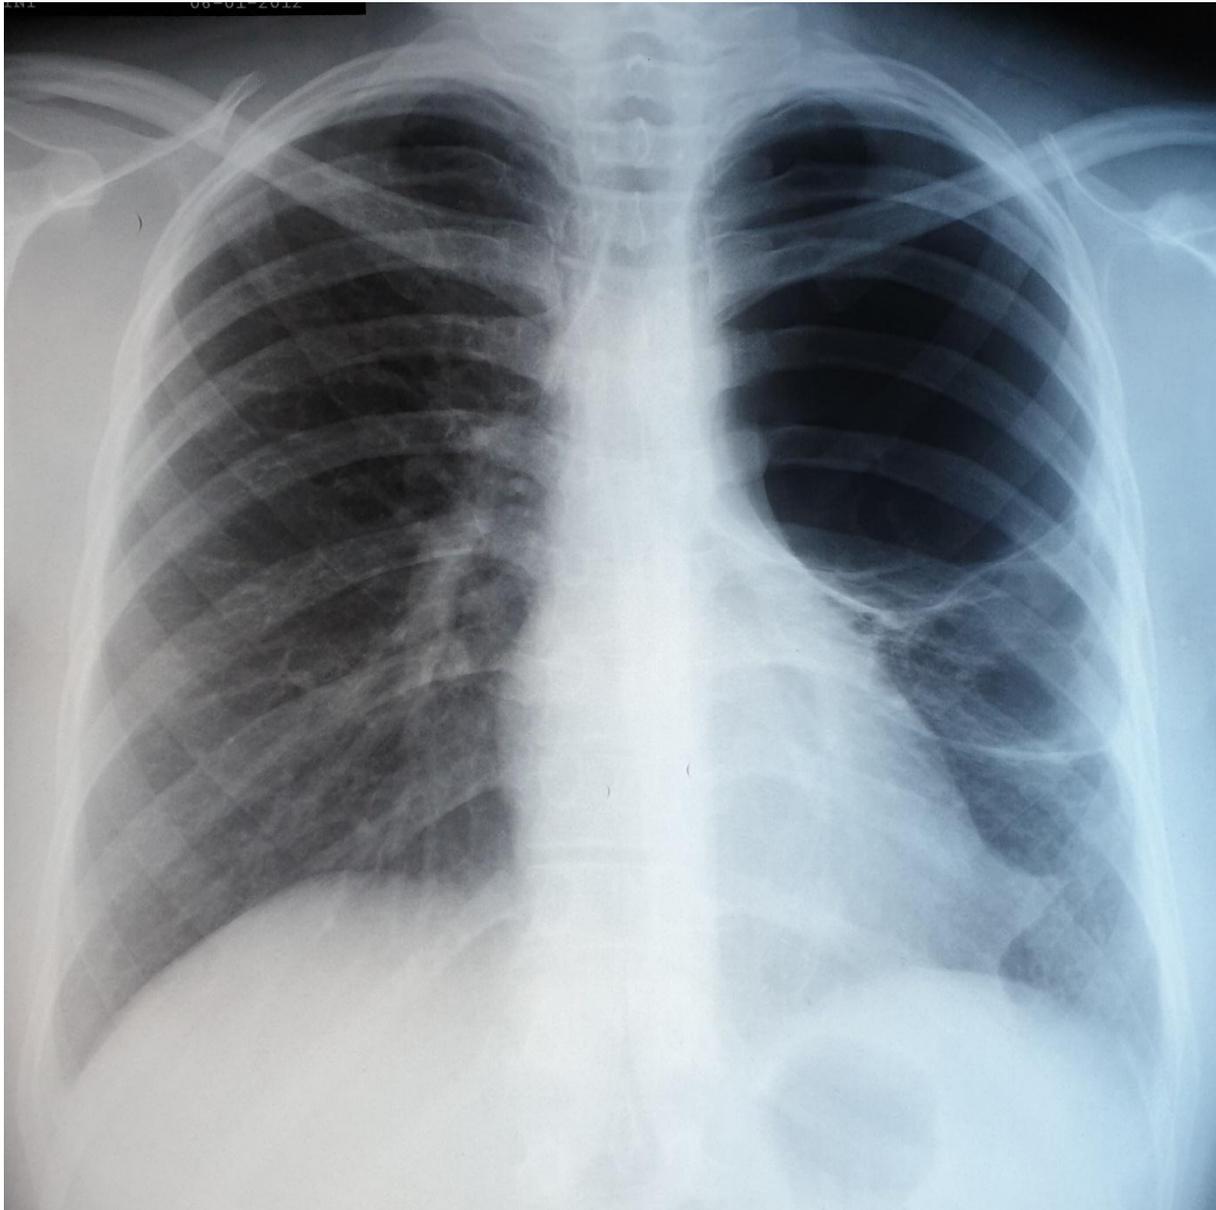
Radiographie du thorax (face) qui montre une clarté volumineuse au niveau du lobe supérieur gauche.
